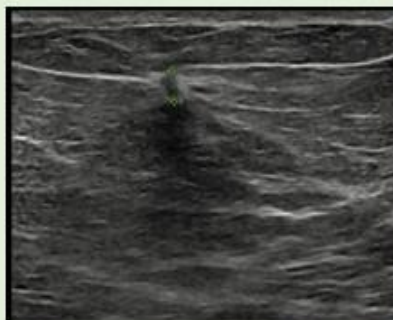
Ecografía: Nódulo mamario
